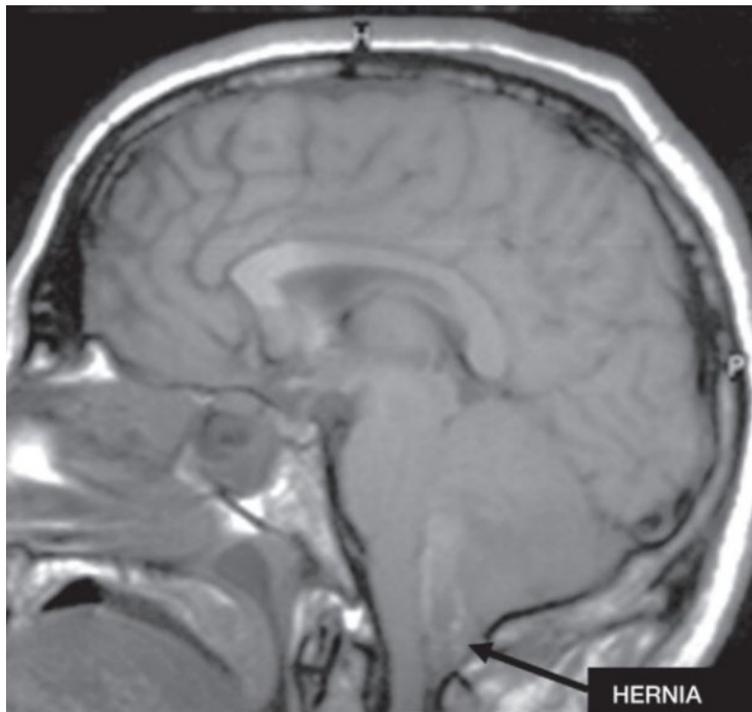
Resonancia magnética de corte sagital. Se evidencia hernia de la amígdala en el agujero occipital y desplazamiento del tronco hacia delante. Fuente: Zarranz J. Neurología. 6 ed. 2018 (3)
